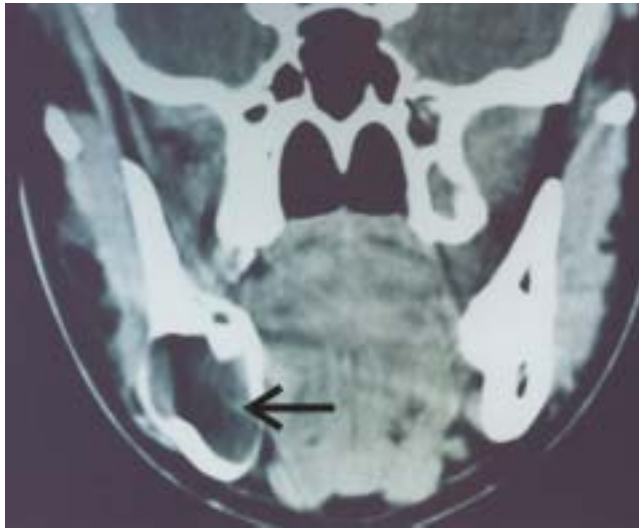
Tomografía que muestra el tamaño de la lesión.
